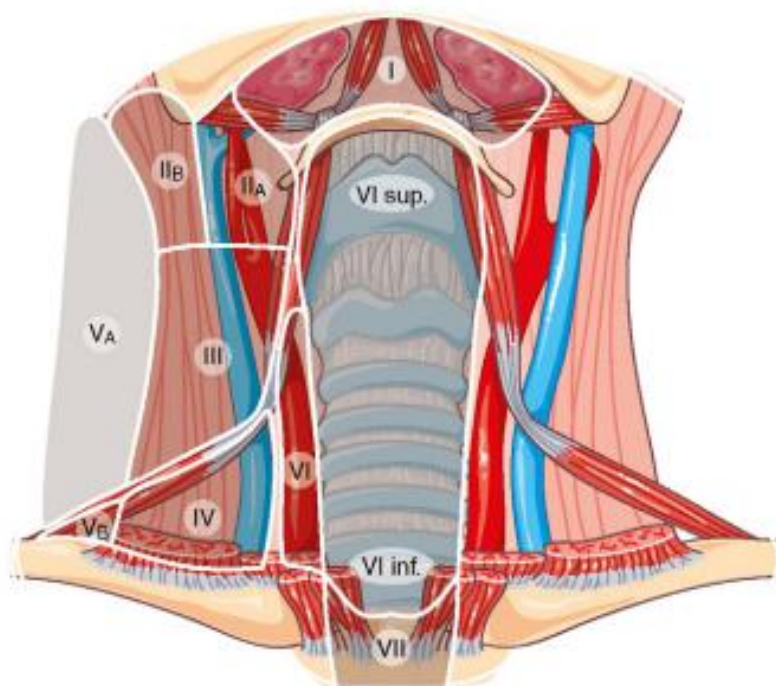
Localisation échographique des ganglions cervicaux après thyroïdectomie totale (avec sectorisation représentée dans le secteur droit).[15]
